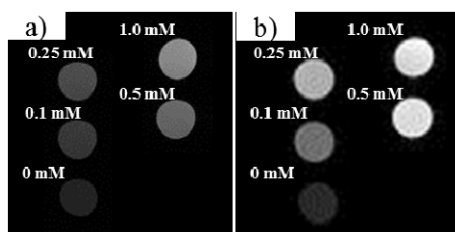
T_1 強調 MRI 画像: a) Mn-DEG (Mn_3O_4) ナノ粒子、b) Mn-TEG-GA (MnO) ナノ粒子 (7T, 25 $^{\circ}\text{C}$)。
